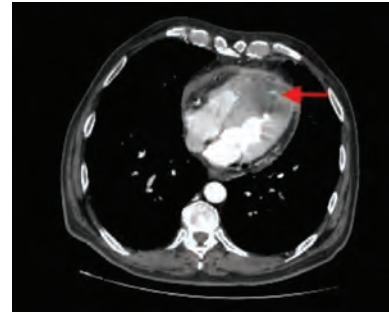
Chest CT showed mass formation invading pericardium and myocardium (arrow).
